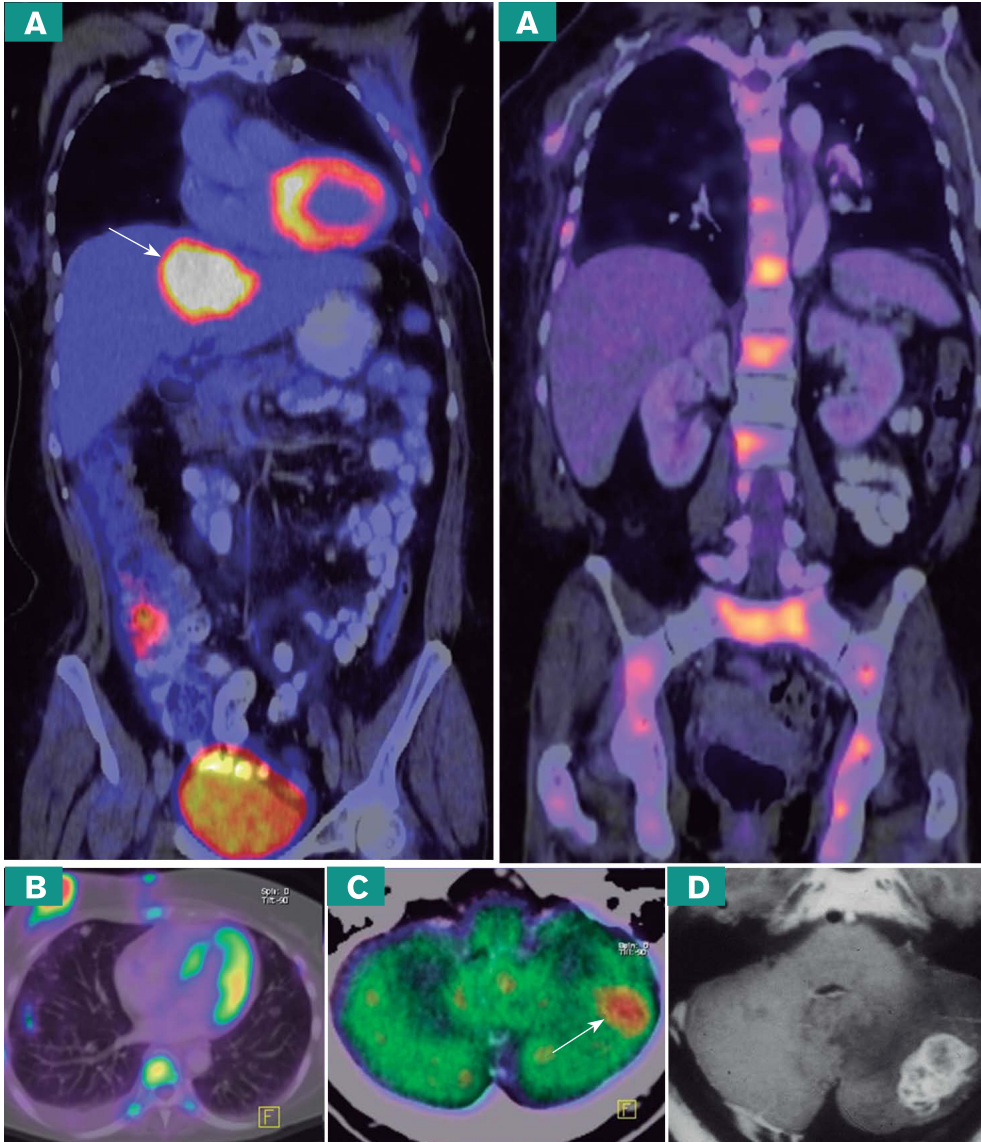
Estudio de PET-CT con ^{18}F -FDG en una paciente para estadificar un carcinoma ductal infiltrante de mama derecha, localmente avanzado. A. Imágenes coronales de fusión PET-CT en las que se observa una gran lesión metastásica hepática y múltiples lesiones óseas infiltrativas, todas representadas por gran aumento en el metabolismo. B. Imagen axial de fusión PET-CT, en donde se observa aumento anormal del metabolismo en la lesión primaria en la mama derecha y algunas lesiones nodulares metastásicas. C. Imagen hipermetabólica cerebelosa izquierda, que correlaciona con la imagen inferior (D) de resonancia magnética, y en ambas se confirma lesión por infiltración a sistema nervioso central. Conclusión: la paciente, previamente estadificada en etapa IIB, se estadifica en etapa IV. Un solo estudio permitió evaluar todos los sistemas y estadificar adecuadamente a la paciente. Dr. Iván Fabricio Vega González.
